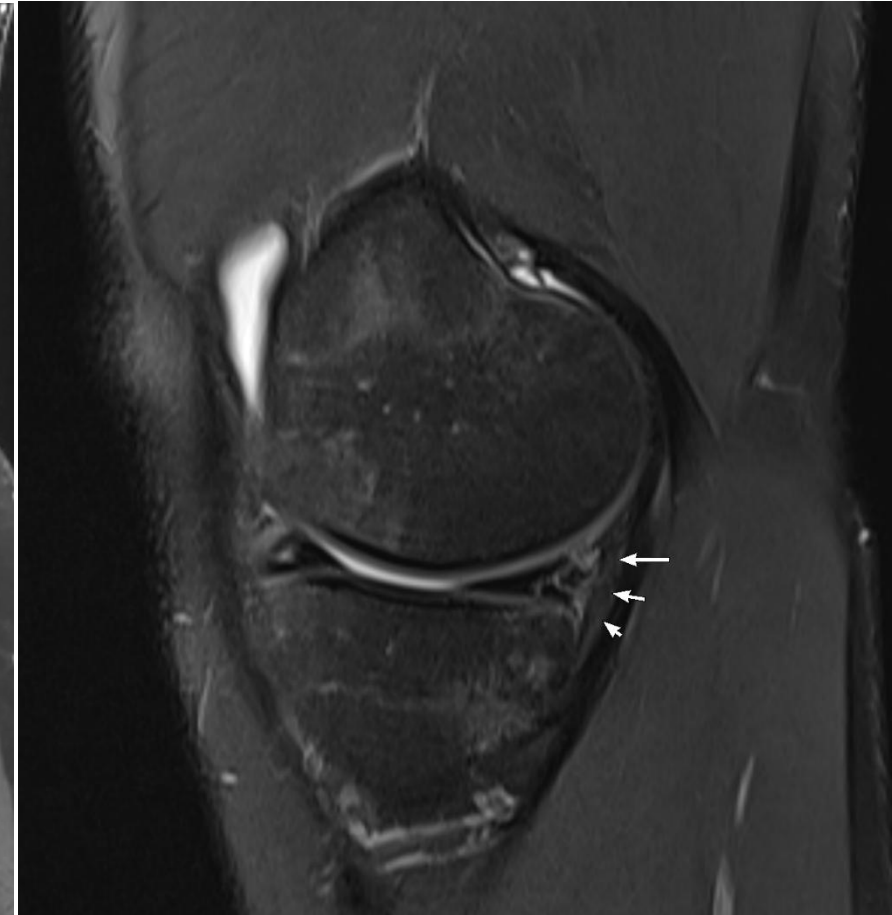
RM de rodilla sagital en secuencia T2. Se objetiva lesión RAMPA tipo 5 (flechas).
